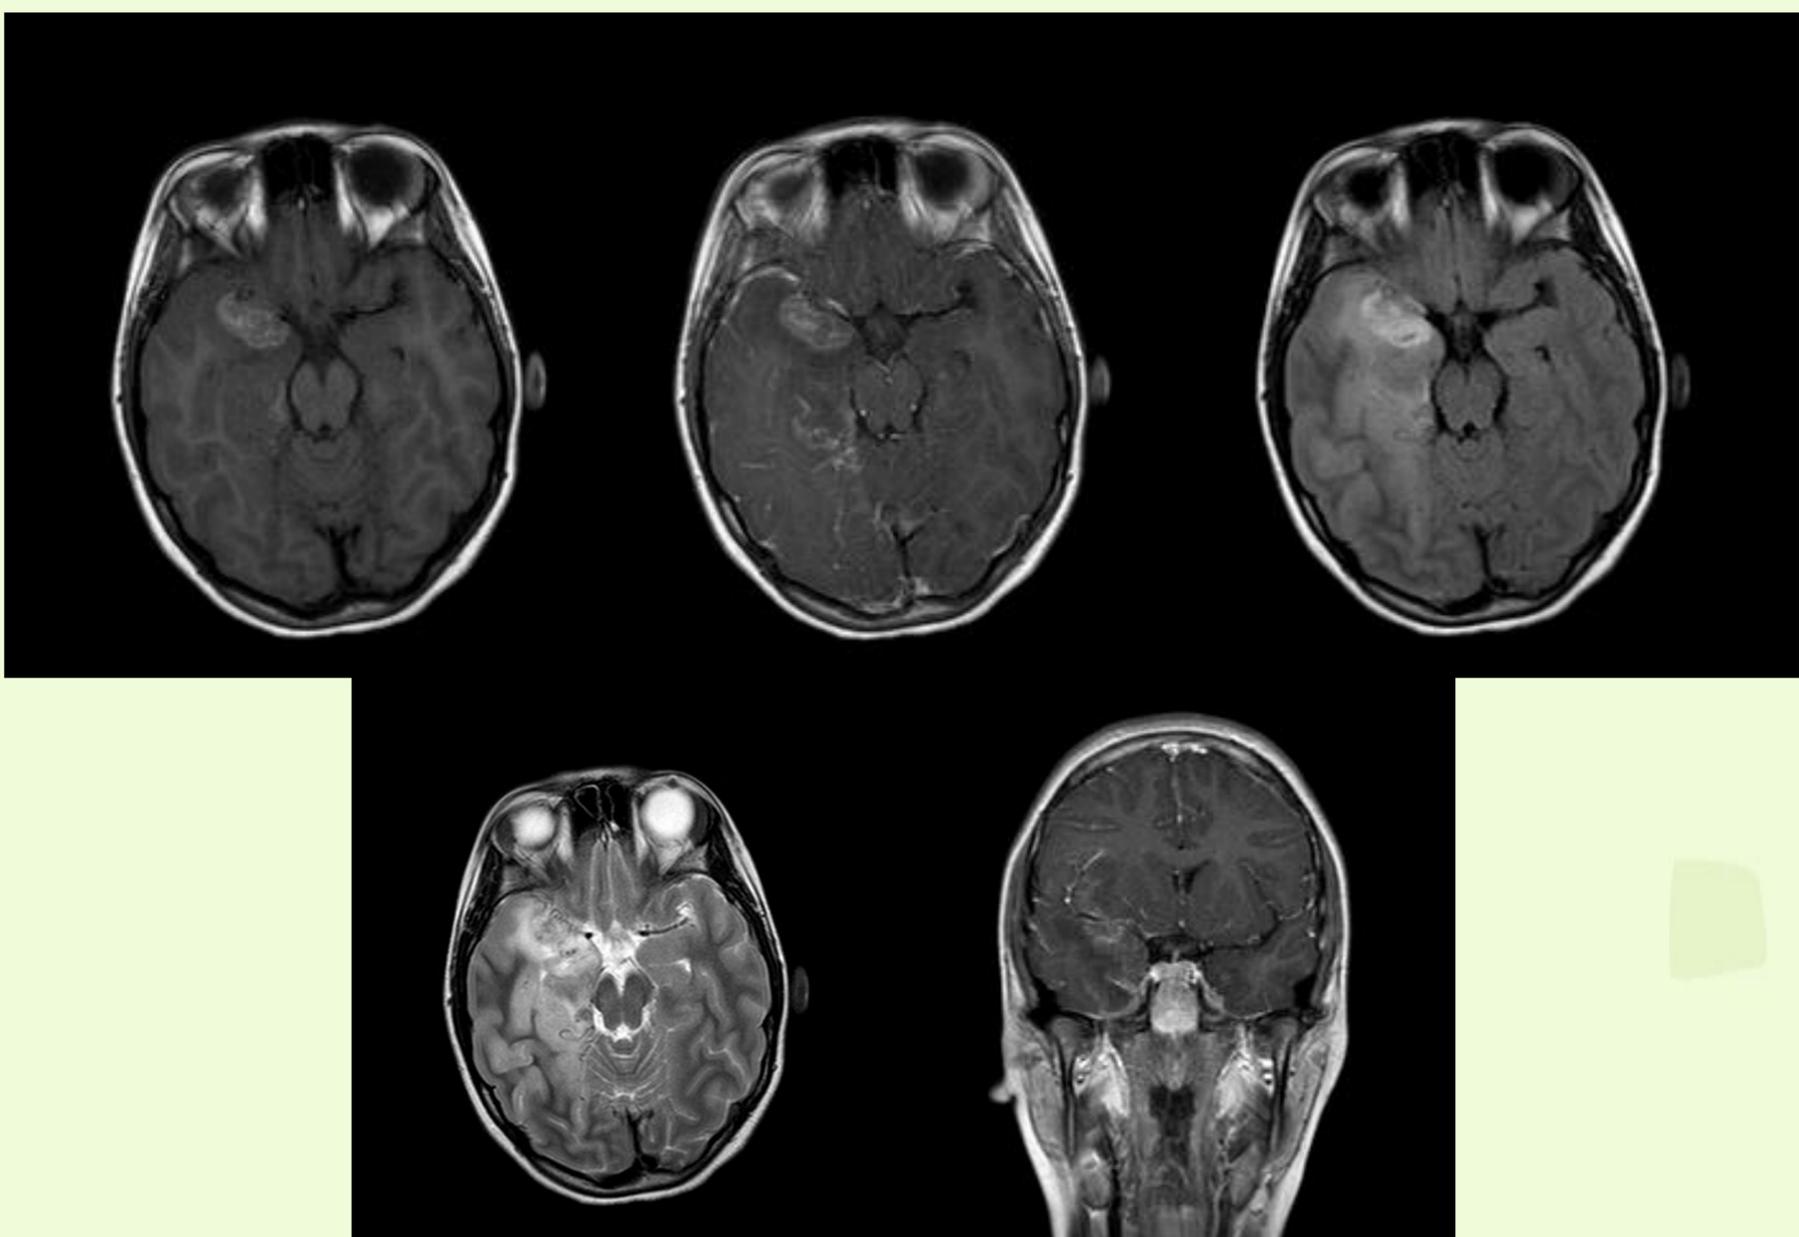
RM al segundo día de internación: Se aprecian en las diferentes secuencias las lesiones temporal derecha, insular izquierda y los cambios isquémico necróticos con leve sangrado. Se confirman los hallazgos por TC y la sospecha diagnóstica al recibirse el resultado de la punción lumbar con contenido hemático y un examen virológico positivo para VHS-1.
